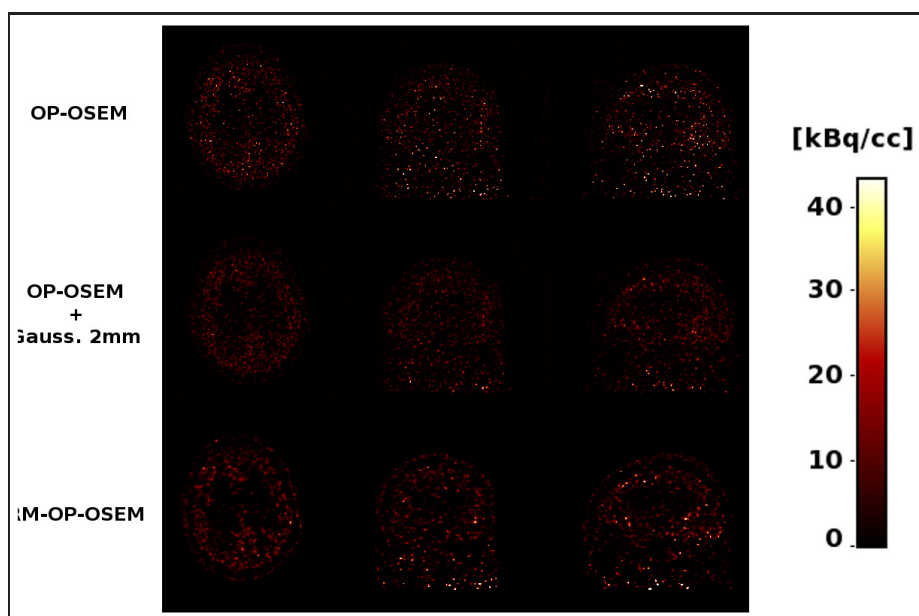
32 – Frame obtenue entre 40 et 45 minutes post-injection pour un patient de l'étude FMZ. Les images OP-OSEM ont été obtenues avec 6 itérations de 16 sous-ensembles et RM-OP-OSEM avec 9 itérations de 16 sous-ensembles.
